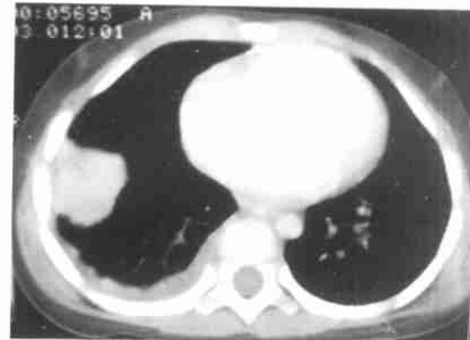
肺母细胞瘤 CT 增强扫描示肿块呈均匀性强化, 少量胸腔积液
